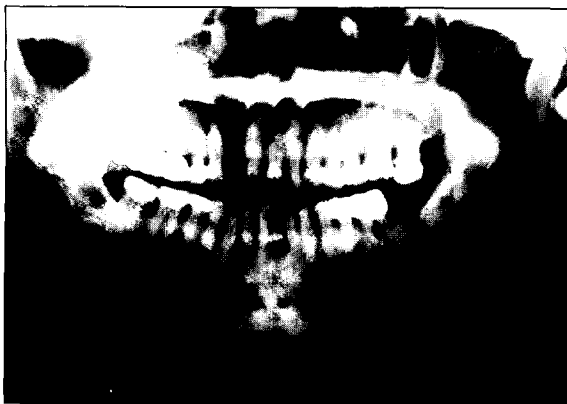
Preoperative radiographic feature of sialolithiasis (case 3). A amorphous radiopaue mass is showed in right mandible body.
